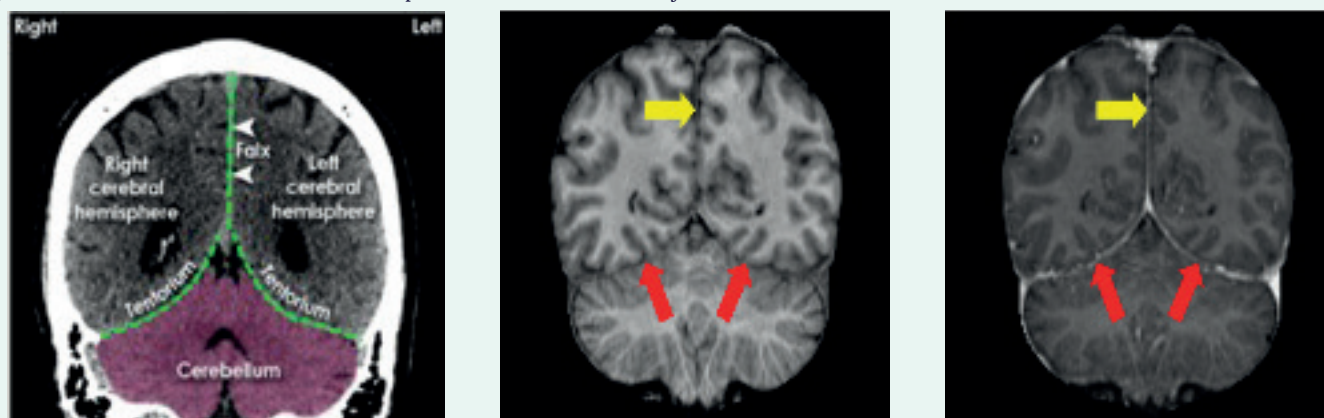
geeft de krachtoverbrenging die de hersenen uitoefenen op de menigeale structuren zoals tentorium cerebelli en falx cerebri. Uit Glaister, J., Carass, A., Pham, D. L., Butman, J. A., & Prince, J. L. (2017, March). Automatic falx cerebri and tentorium cerebelli segmentation from magnetic resonance images. In *Medical Imaging 2017: Biomedical Applications in Molecular, Structural, and Functional Imaging* (Vol. 10137, pp. 360-366). SPIE.
